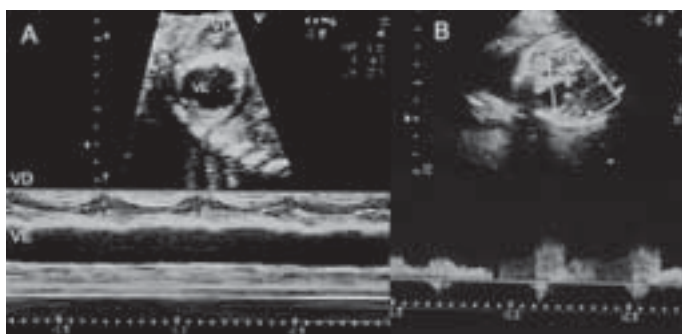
A - Ecocardiograma fetal M e 2D. Estenose aórtica valvular crítica. Ventrículo esquerdo (VE) dilatado e hipocontrátil, predominando sobre o ventrículo direito (VD). B - Doppler no foramen ovale (FO) mostrando shunt predominantemente invertido.
